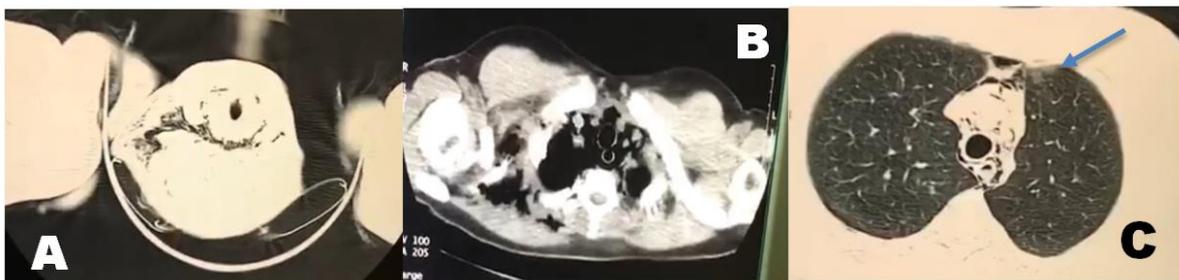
Tomografía de Torax y Cuello simple: A.: región anterolateral derecha del cuello imagen compatible con neumomediastino. B. Se observa como la lesión sigue por la región del torax. C. Se observa el área pulmonar con algunas lesiones en vidrio deslustrado en el torax anterior (flecha azul).
